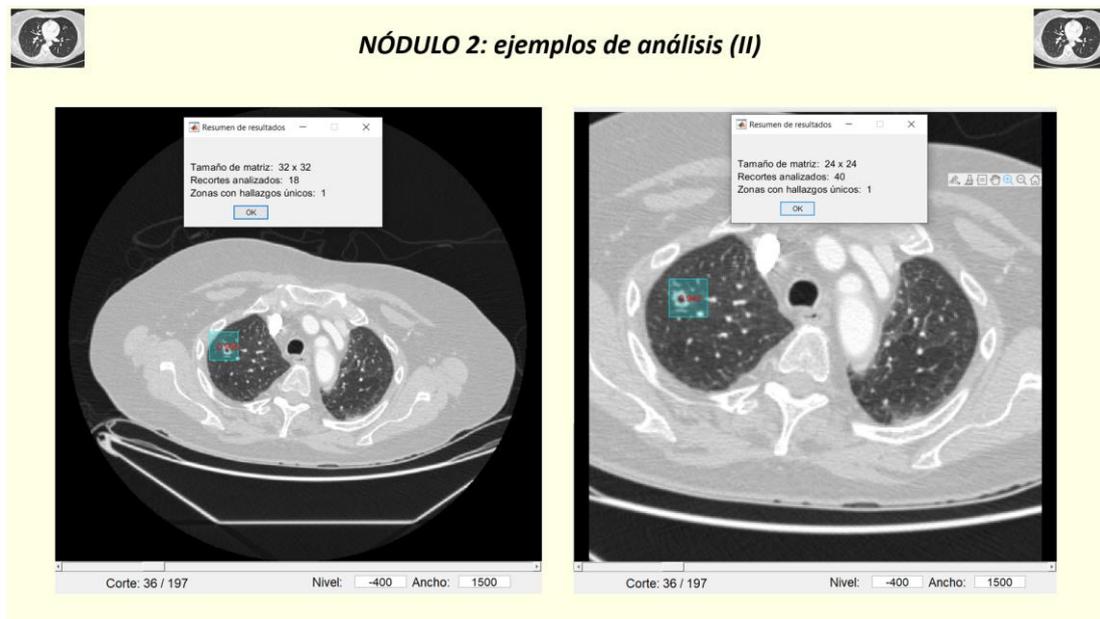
Casos TC de tórax. Caso 4: ejemplos de análisis del nódulo 2 (II)
